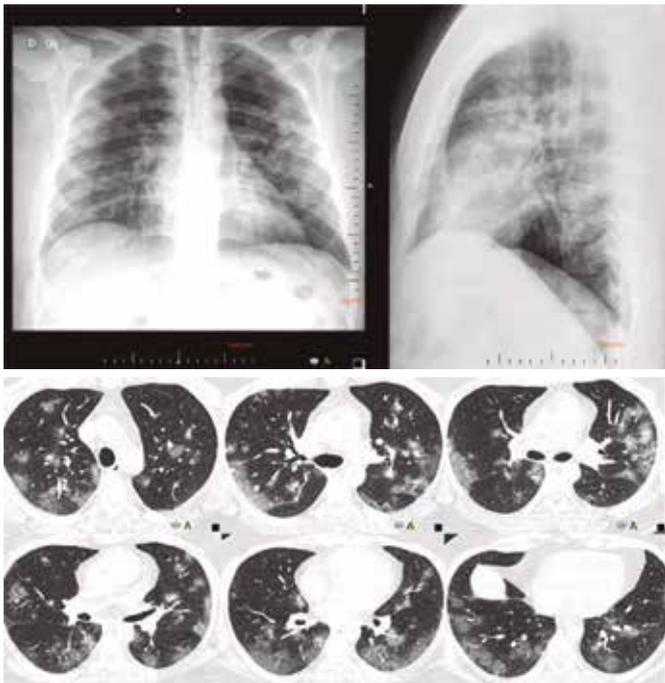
Fase intermediária: Masculino, 40 anos. Hipertenso, iniciou quadro de síndrome gripal com cefaleia, tosse seca e febre. Evoluiu com piora da tosse, relato de hemoptoicos, mialgia e inapetência, limitando atividades diárias simples. Radiografia do tórax demonstrou infiltrado intersticial difuso na periferia dos pulmões. A TC de tórax mostrou múltiplos focos de atenuação em vidro fosco, alguns tendendo a confluência, periféricos e bilaterais.
